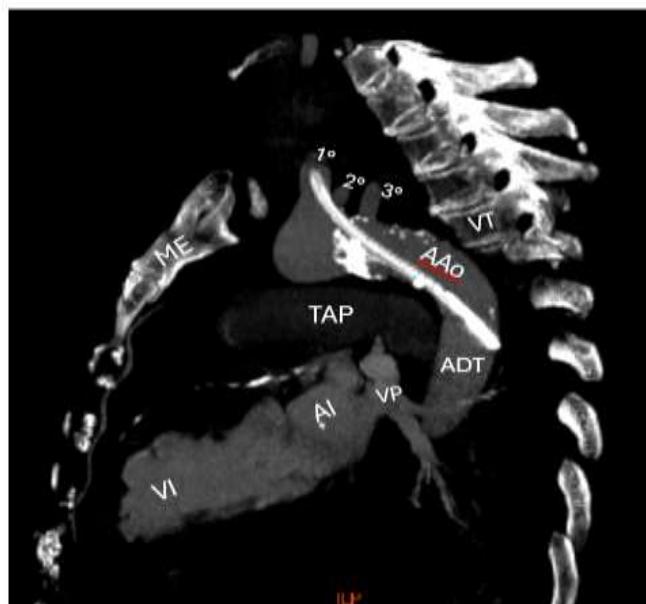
Corte sagital de angiotomografía. ME: manubrio esternal. VI: ventrículo izquierdo. AI: aurícula izquierda. TAP: tronco de la arteria pulmonar. VP: venas pulmonares izquierdas (superior e inferior). 1°, 2°, 3°: primero, segundo y tercer troncos arteriales supraaórticos. AAO: arco aórtico. ADT: aorta descendente porción torácica. VT: vertebras torácicas.
